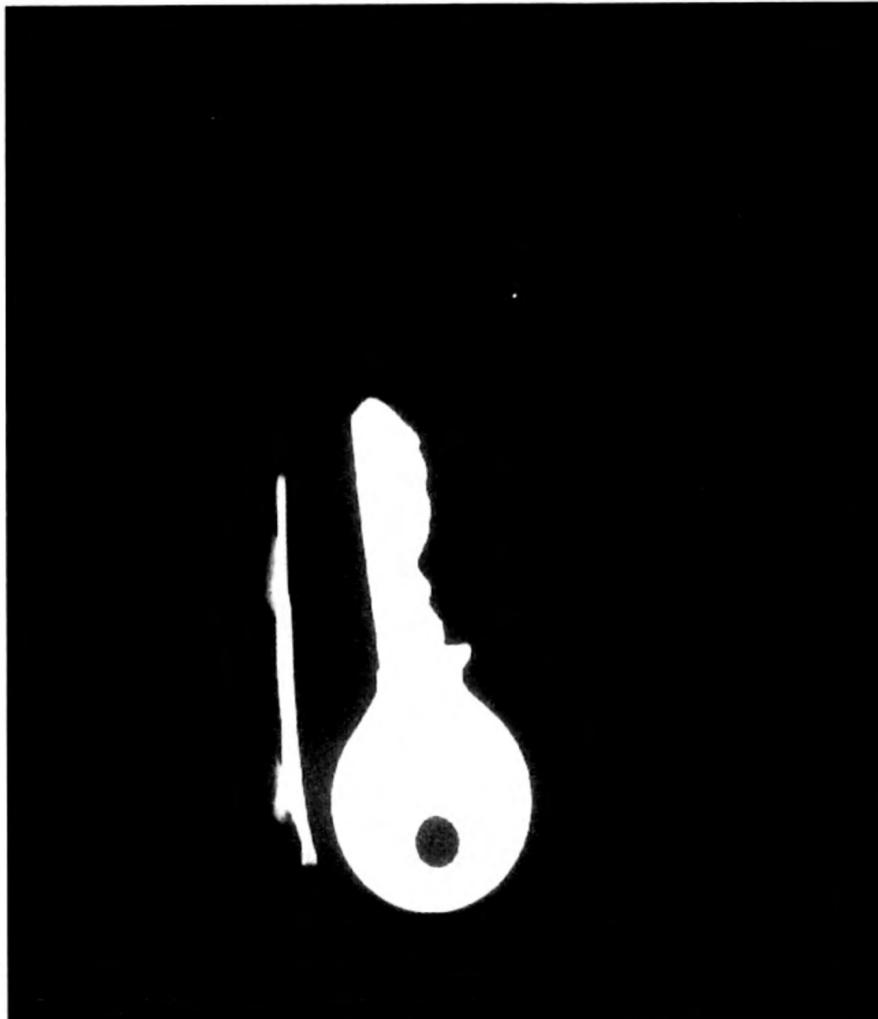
Radiografía lateral de cuerpo extraño esofágico equivalente en largo a una llave común.
